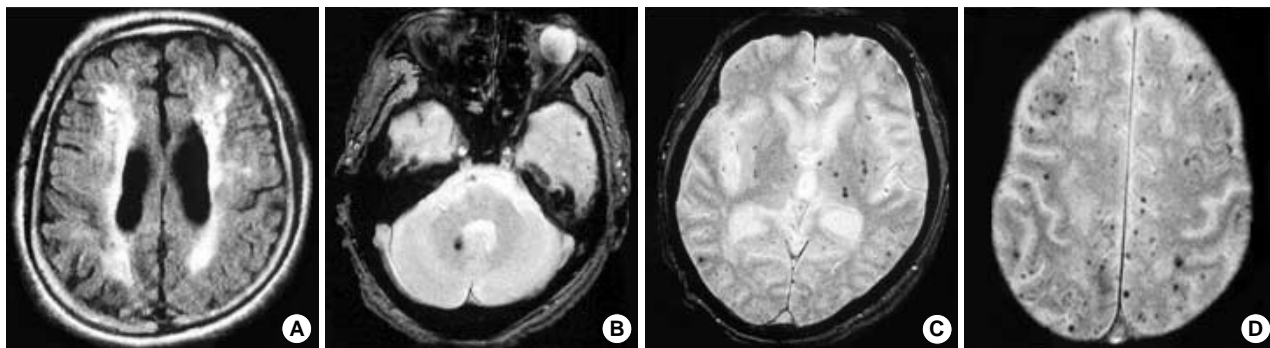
Brain MRI of the patient. Axial FLAIR (fluid attenuated inversion recovery, A) and gradient-echo (B, C, D) images demonstrate subcortical white matter changes and multiple microbleeds in cortical, cortico-subcortical and subcortical regions.
